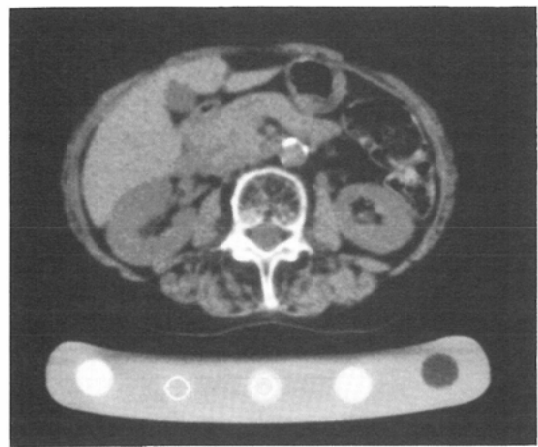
CT scan of the 3rd lumbar spine and phantom.
